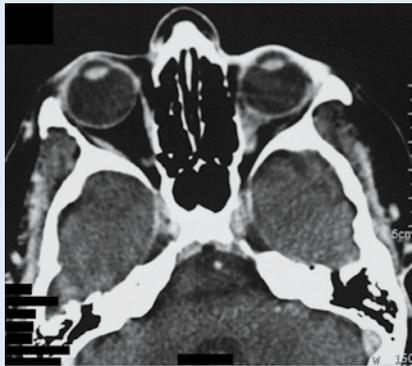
▲ Patientin 2: Die axiale CT der Orbita zeigt den vernarbenden Effekt eines sklerosierenden Karzinoms mit Enophthalmus. Das Orbitavolumen ist verringert und das orbitale Fett reduziert
